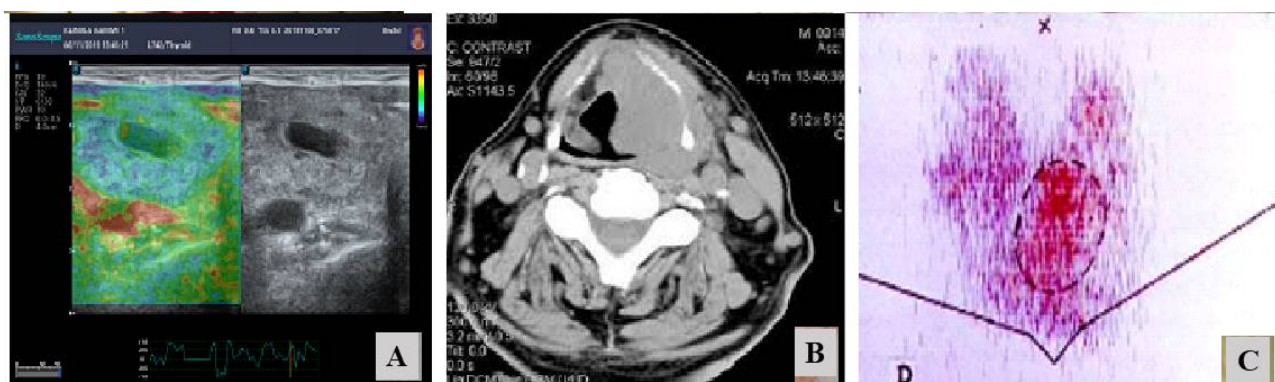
Инструментальные методы диагностики УОЩЖ: УЗИ щитовидной железы (А), Компьютерная томография области шеи (В), радионуклидное сканирование щитовидной железы (С).
